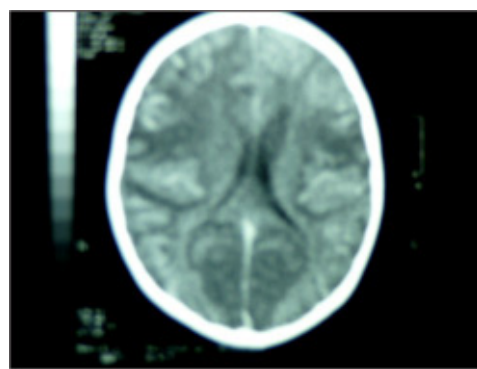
TAC cerebral al 12° día.
